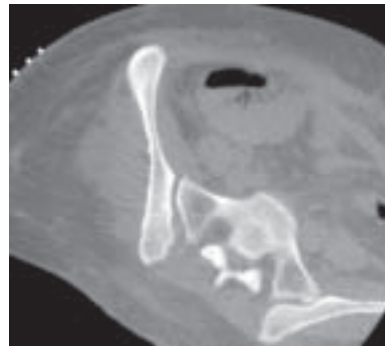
Fractura de sacro ílica vista en TAC
